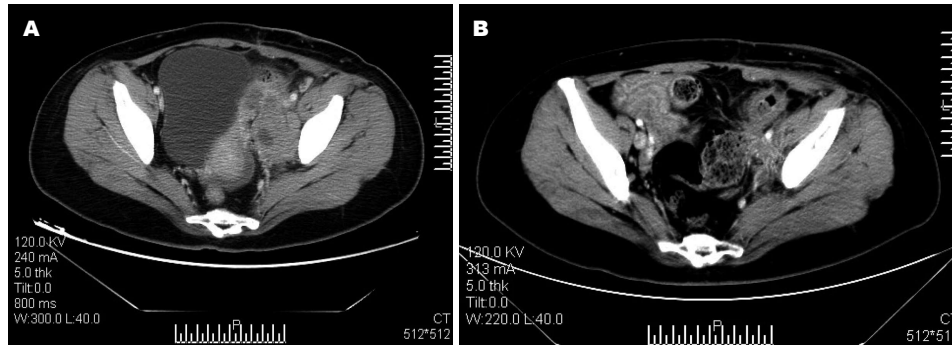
全身静脉联合区域动脉灌注化疗栓塞前后CT变化. A: 化疗+栓塞前; B: 化疗+栓塞后.
